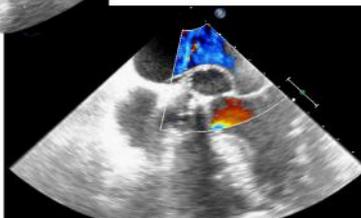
Ecocardiograma TE muestra la disección auricular izquierda periprotésica que provoca insuficiencia mitral severa
